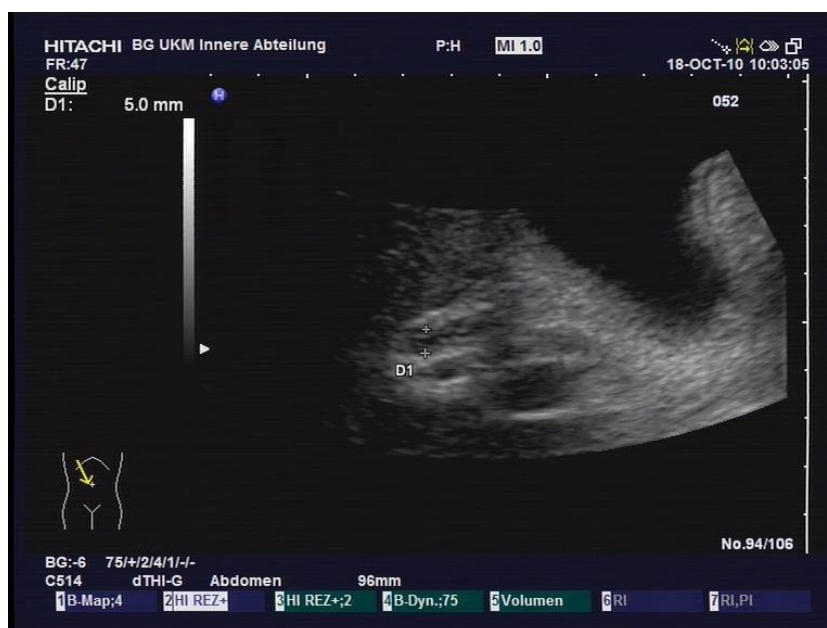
Sonographische Darstellung eines DHC mit lamellenartigem echogenem Inhalt bei einer SC-CIP
